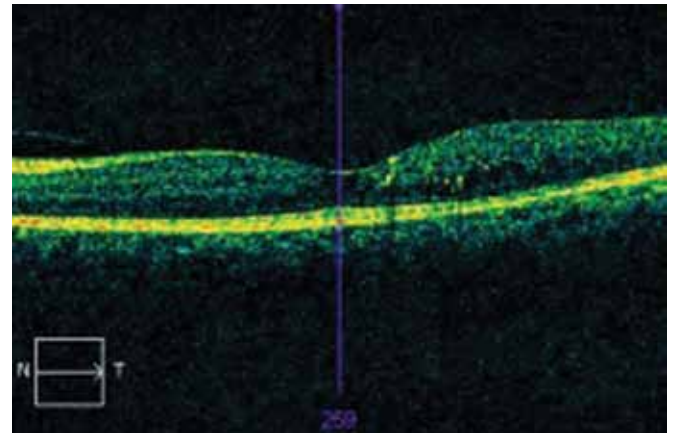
Sağ gözün ilk muayenesinde elde edilen optik kohorens tomografi görüntüsü.
